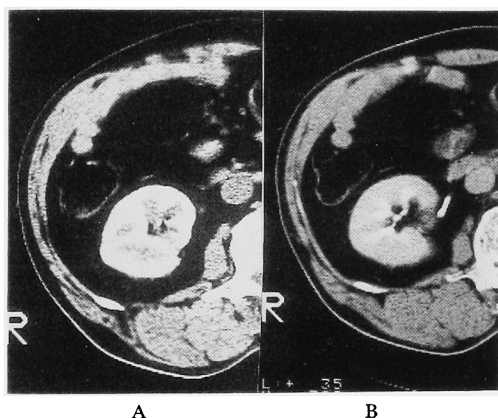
Two months later after diagnosing renal trauma. A: dynamic CT. B: conventional enhanced CT.
